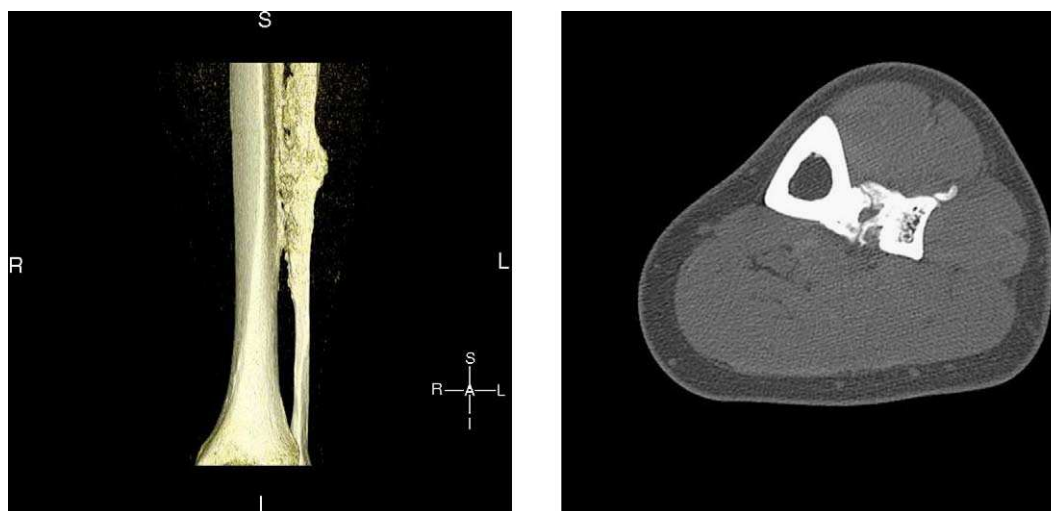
Reconstrucción en 3D y corte sagital, tomografía computarizada de la pierna izquierda: presencia en la mitad distal de la diáfisis tibial y peroneal de hiperostosis cortical densa, de bordes ondulados y exuberantes, con esclerosis cortical con engrosamiento perióstico y endóstico asociado, de predominio en la región lateral de la tibia y medial del peroné, dando una imagen en «chorros de cera de una vela», sugestiva de melorreostosis.
